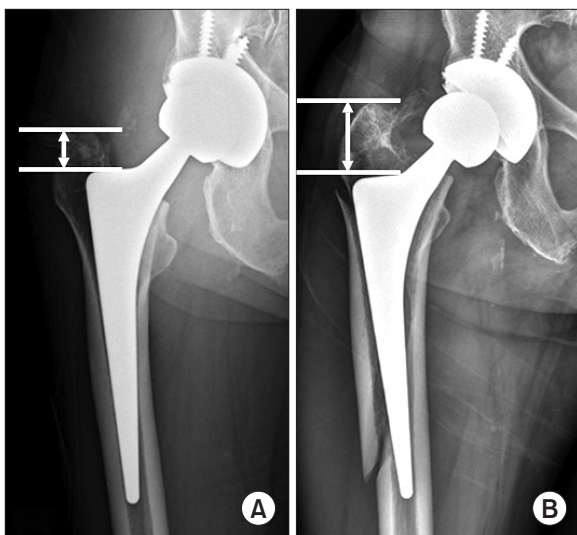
Anteroposterior radiographs of the femur obtained pre-fracture (A) and post-fracture (B). Note that the distance between the tip of the greater trochanter and stem shoulder was increased after the periprosthetic fracture (stem subsidence). This suggests that the stem is unstable.
